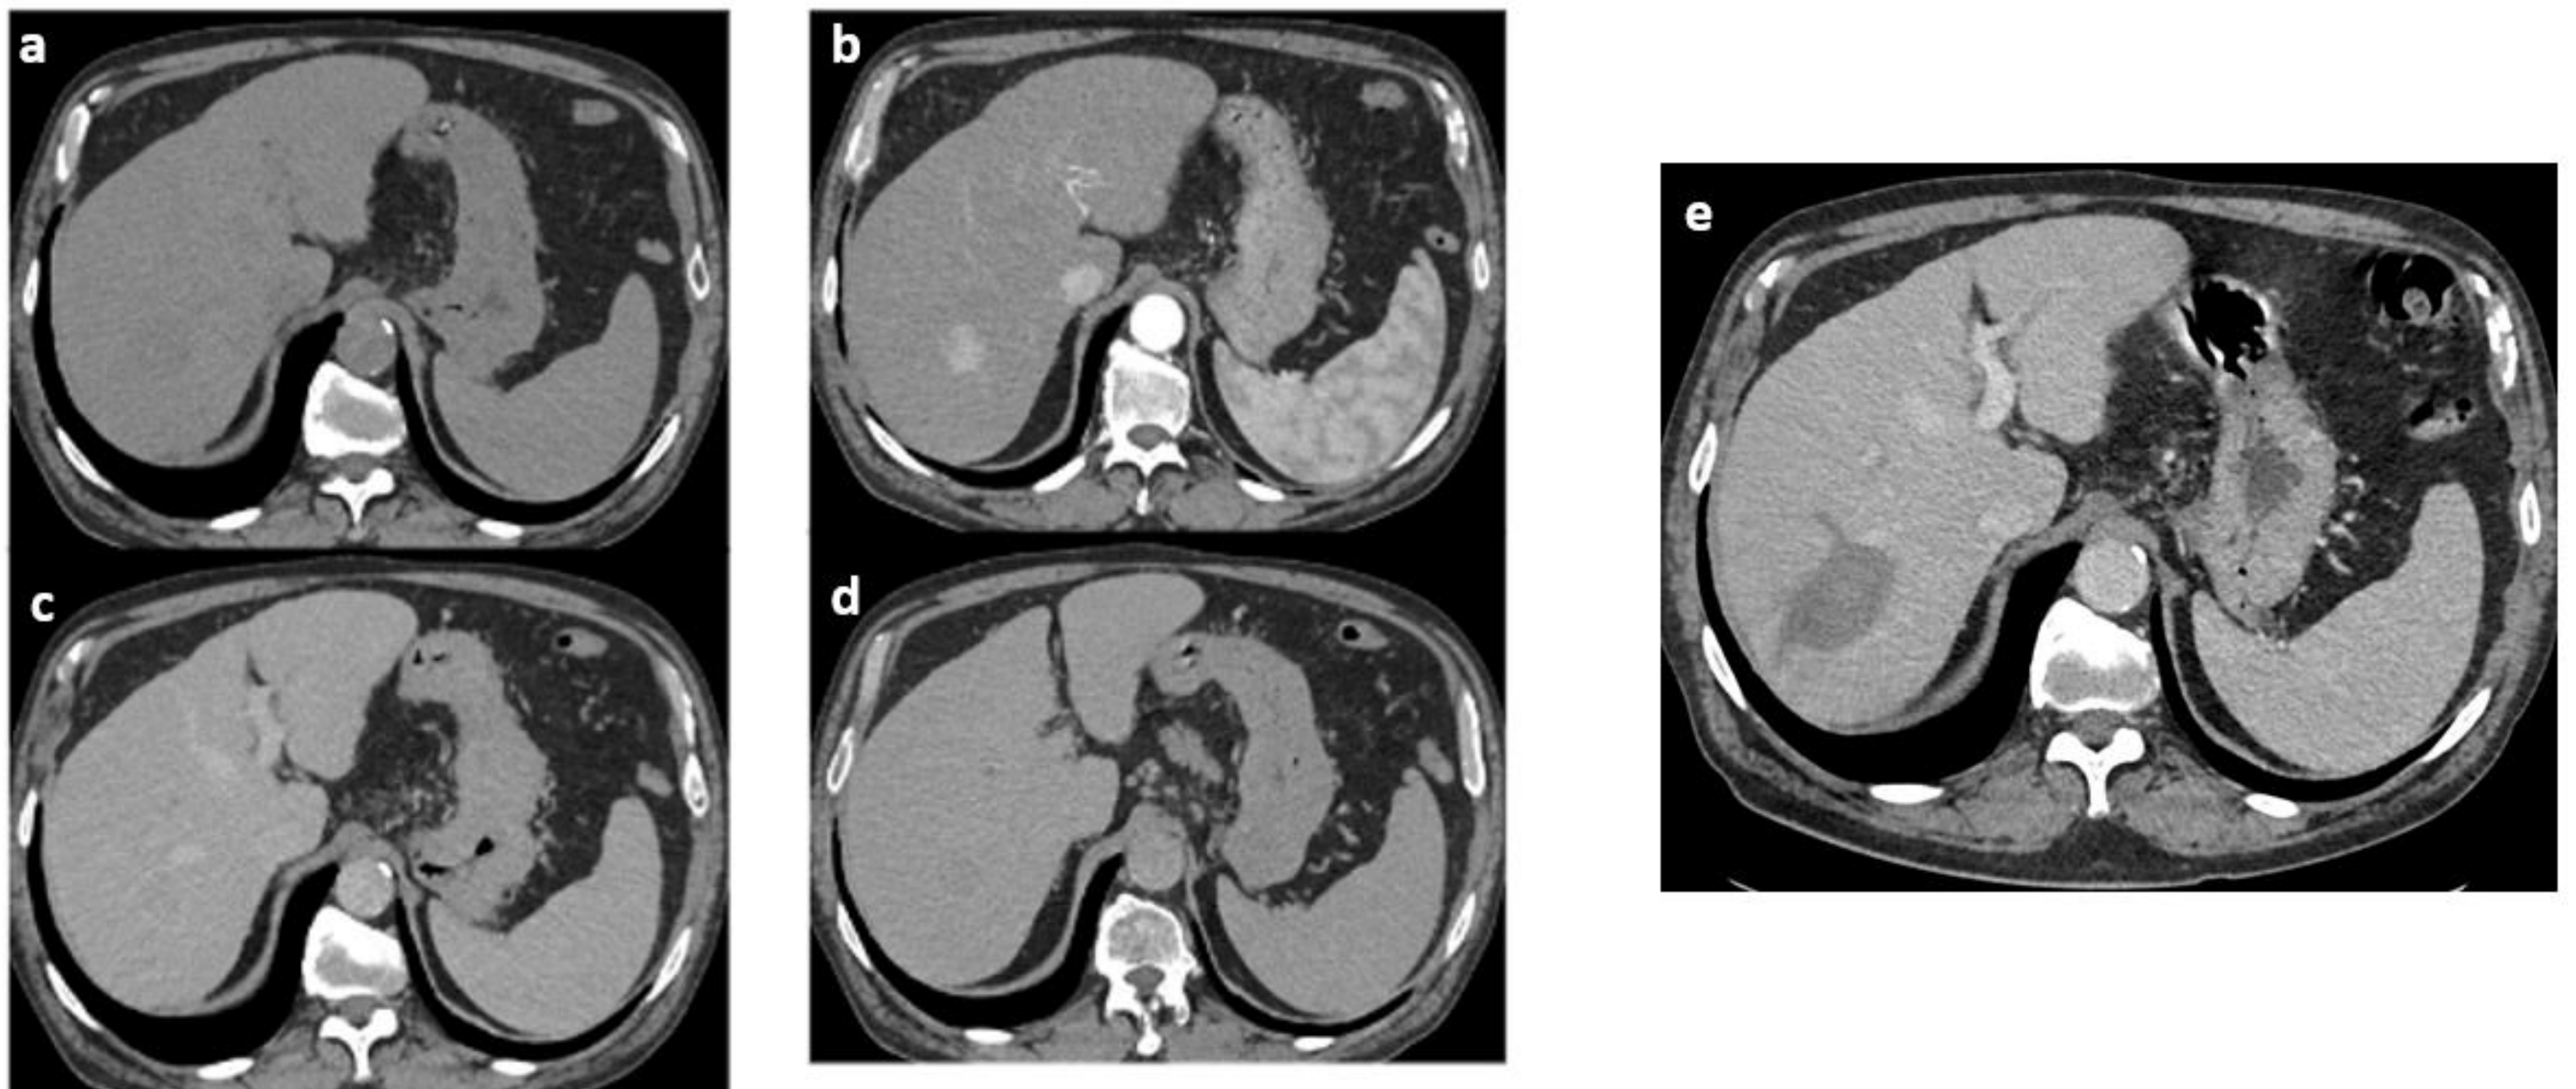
a-d: TC 4 fases con CHC en segmento VII antes del tratamiento. e. Cambios postradiofrecuencia con aumento de tamaño del área tratada en TC al mes del tratamiento sin restos tumorales.
